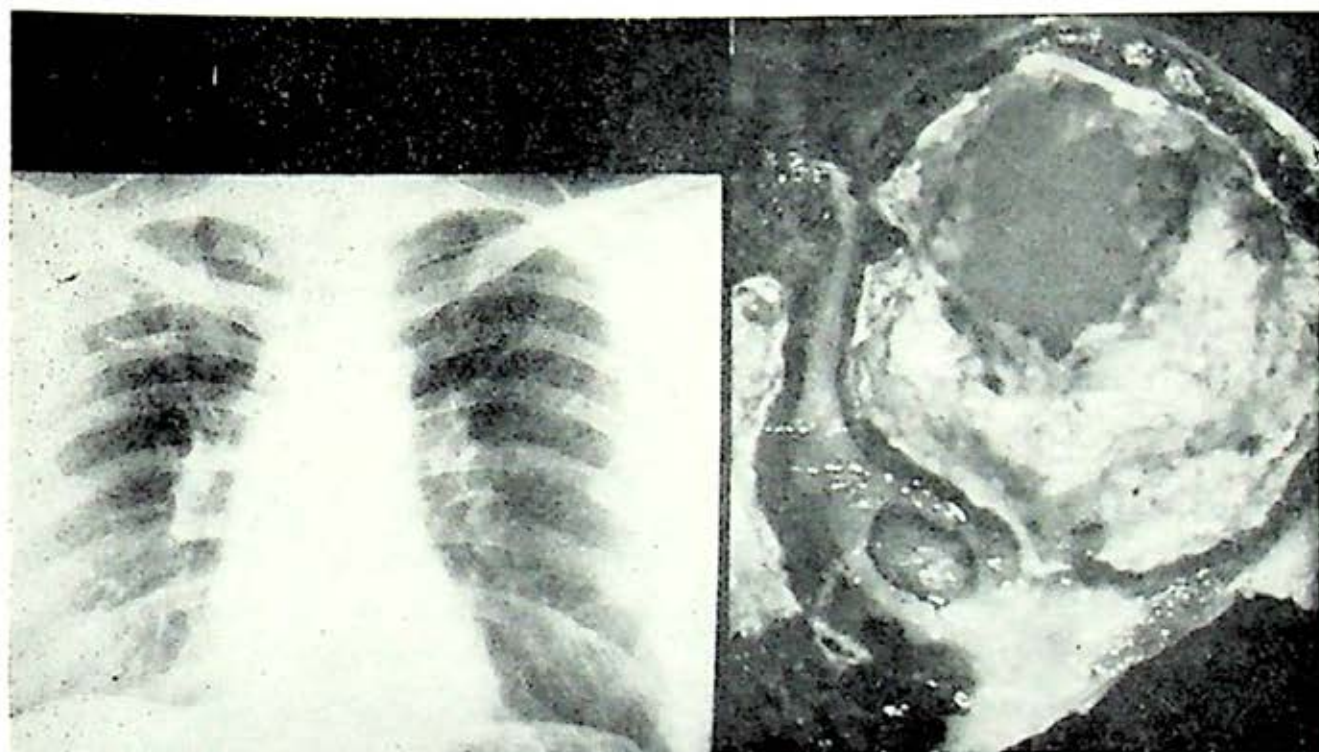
Lobectomía superior derecha por tuberculosis. Radiografía y pieza quirúrgica.
